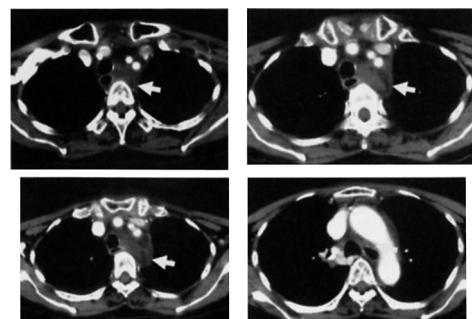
The chest CT scan before operation (case 2)
